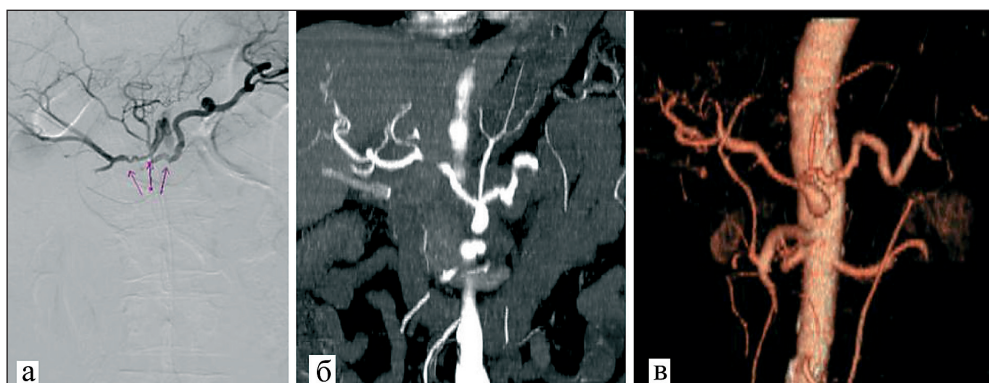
Инвазия чревного ствола и общей печеночной артерии: а – по данным ангиографии; б – по данным компьютерной томографии; в – по данным КТ-ангиографии
